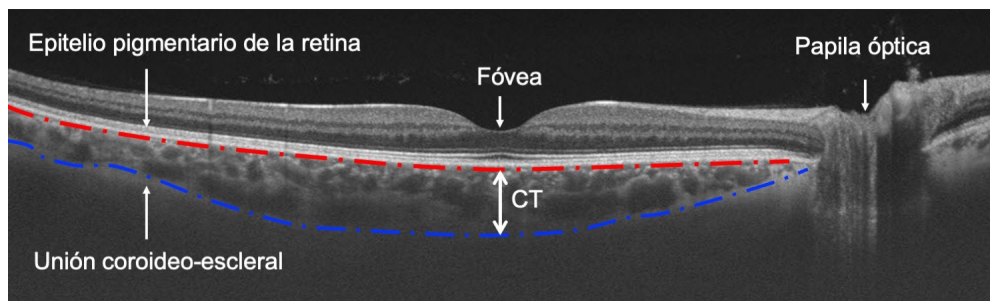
B-scan en el que se pueden identificar los límites establecidos automáticamente por el dispositivo, para la cuantificación del espesor coroidal (CT); el límite anterior, epitelio pigmentario de la retina (línea roja discontinua), y el límite posterior, unión coroideo-escleral (línea discontinua azul)
